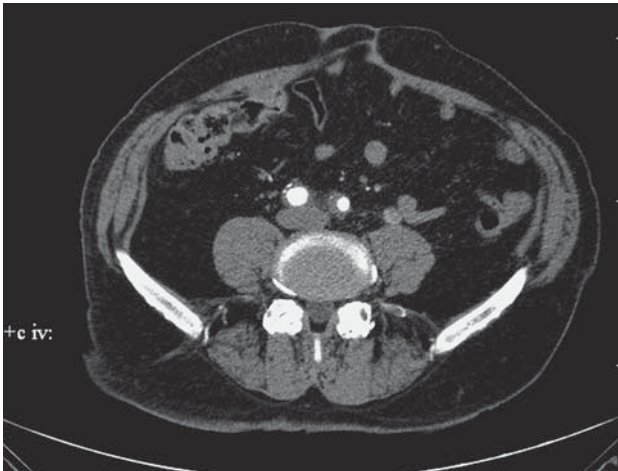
КТ-изображение образования в просвете мочеточника дистальнее лоханочно-мочеточникового перехода на 7,0 см, артериальная фаза исследования.
